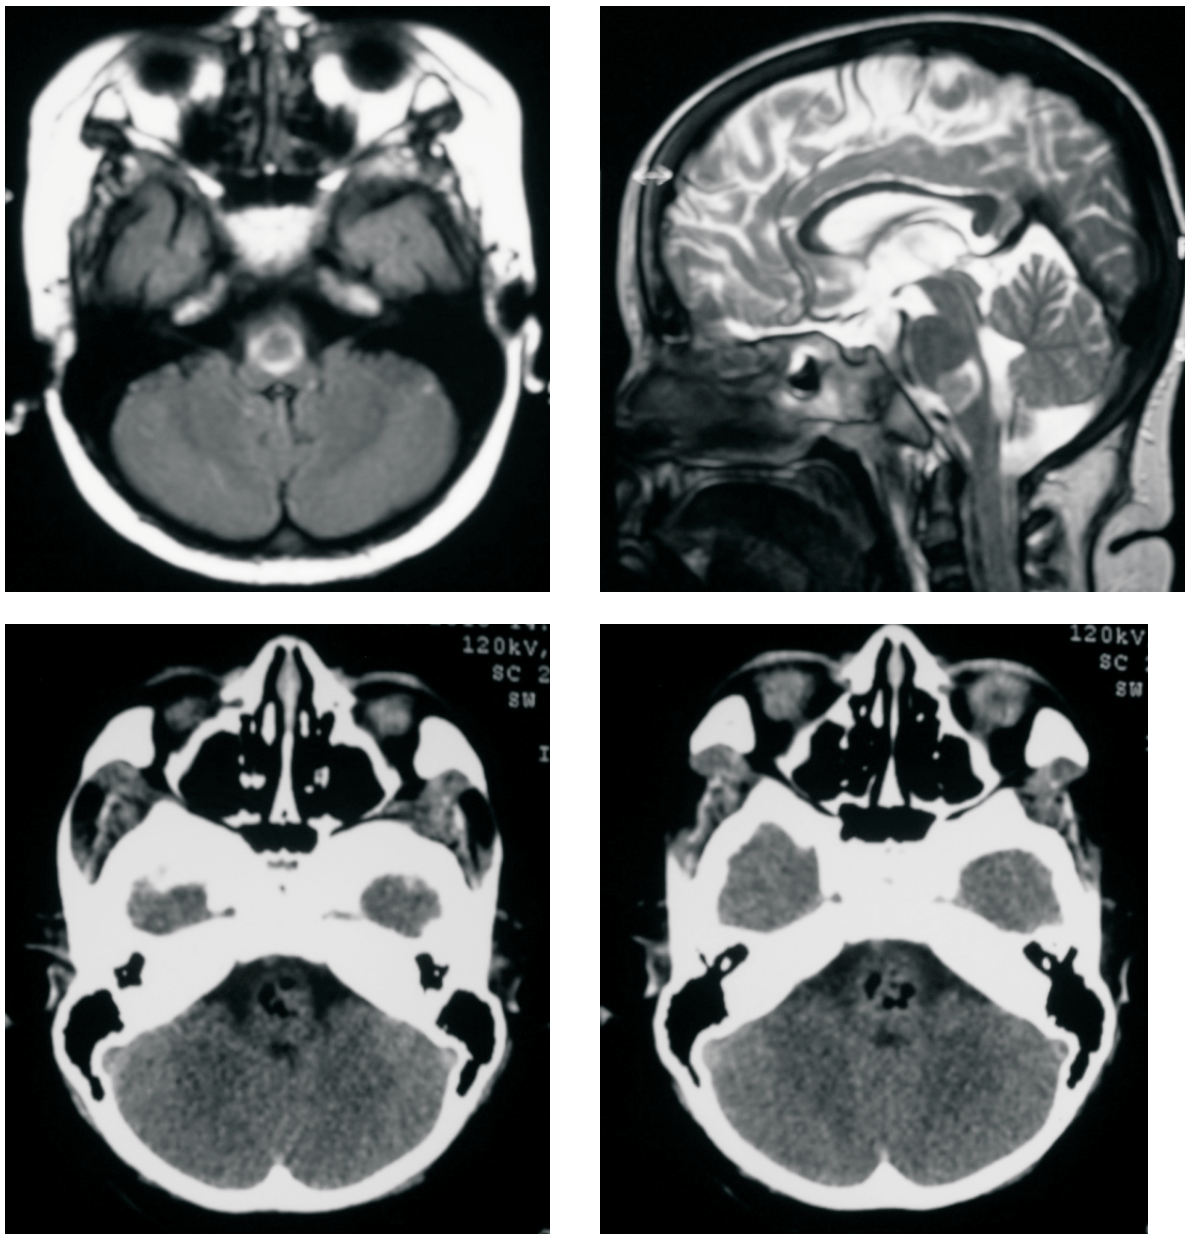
Paciente de 9 años con lesión en la transición bulbo-pontina reportada como Enfermedad Linfoproliferativa post trasplante renal. Figura 5-1. RMN cerebral pre quirúrgica secuencias T1 axial y T2 sagital. Figura 5-2. Tomografía cerebral simple post quirúrgica
